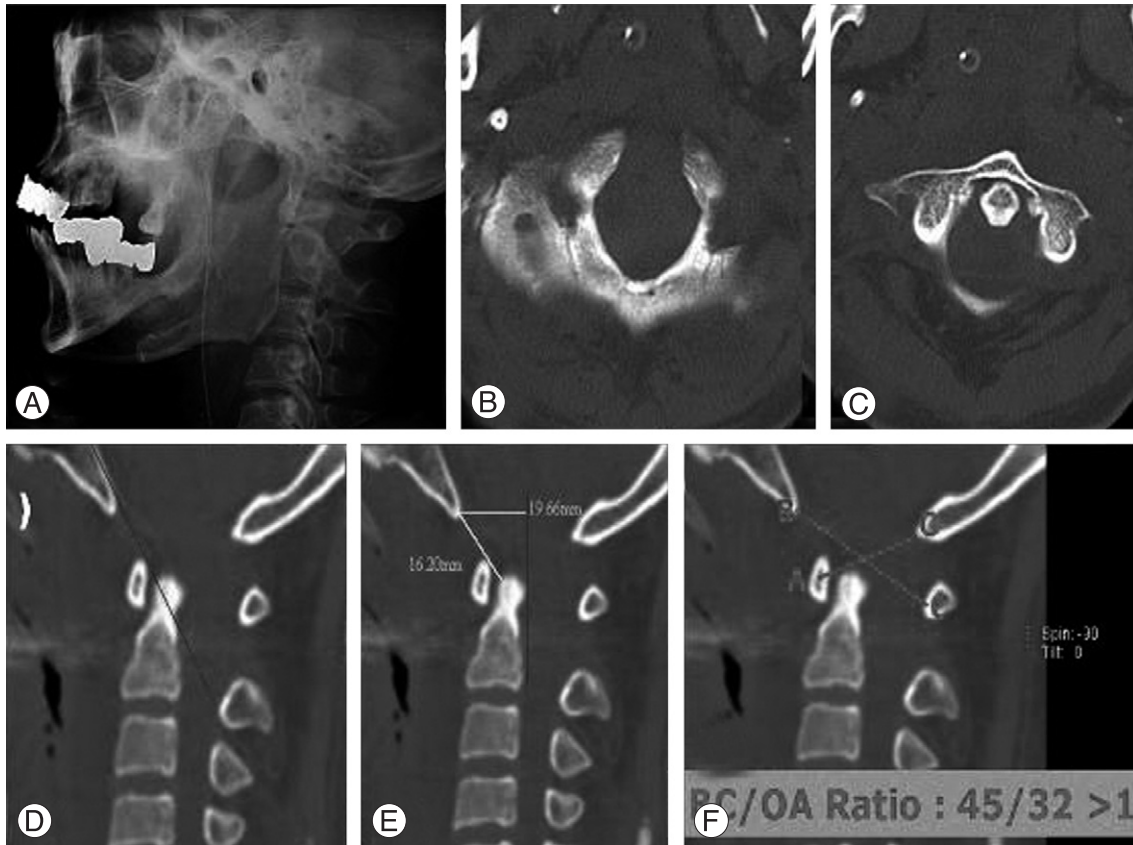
Initial lateral cervical spine radiograph and CT scan suggests atlanto-occipital dislocation. (A) Initial lateral roentgenographic view. (B, C) Axial CT scans. (D) Wackenheim's line. (E) Basion-axial and basion-dental interval. (F) Power's ratio.
